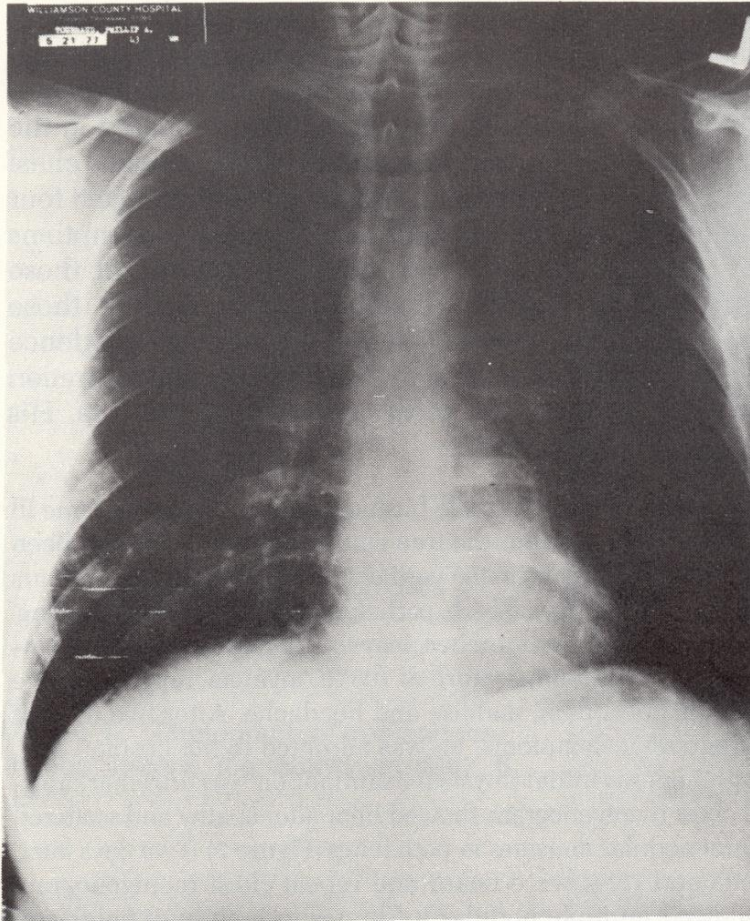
Chest roentgenogram of patient taken 14 days after the tree cutting shows hilar adenopathy and faint nodular densities in the right lower lung field.
